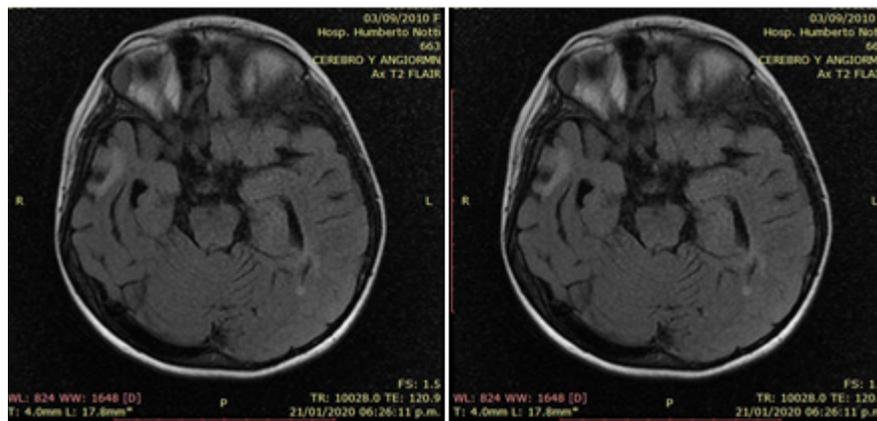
B: angioRMN SNC. Enero 2020. RMN T2 FLAIR. Lesiones secuelas, cortico subcorticales y gliosis en región fronto parietal, temporal y lenticular, del hemisferio derecho. Sin lesiones activas en las secuencias con gadolinio. Abajo: Importante disminución de calibre en la arteria cerebral media y sus ramas corticales.
